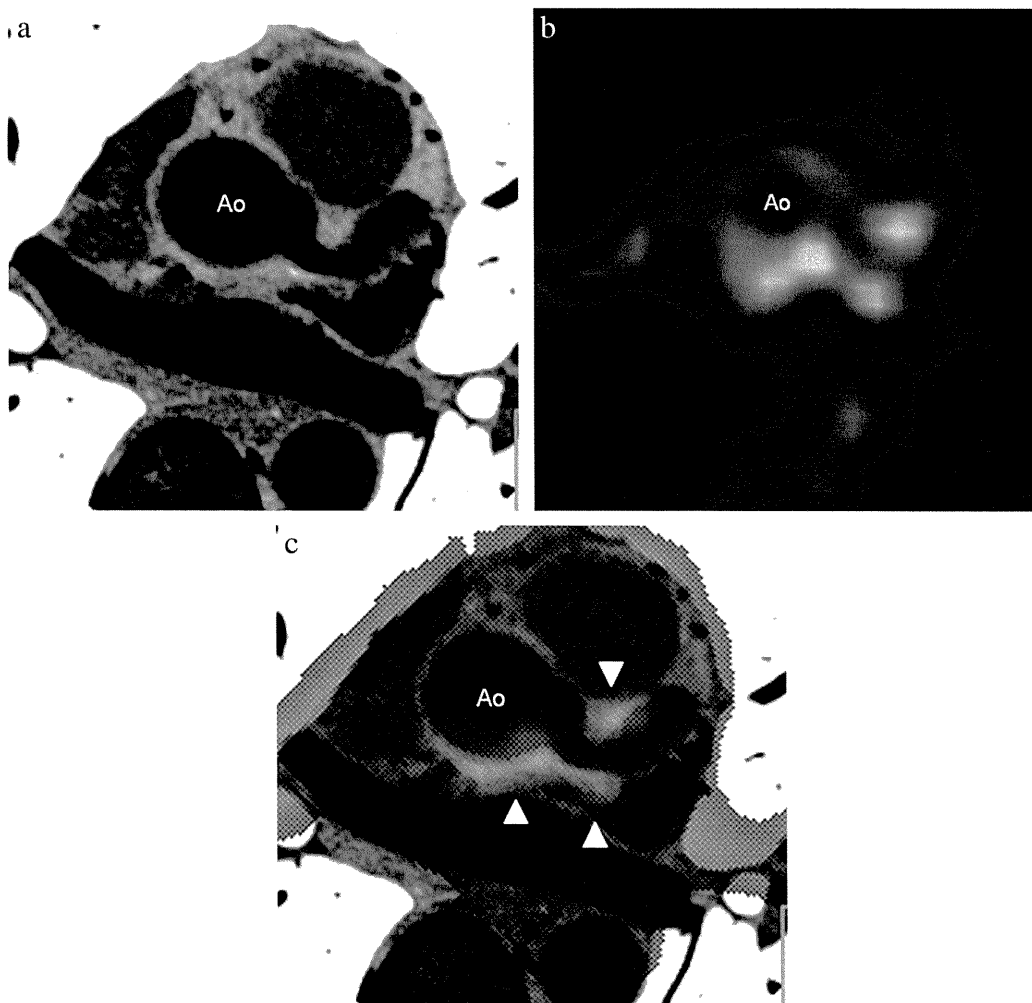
The co-registration of multi-detector x-ray computed tomography of the proximal left coronary artery with giant coronary artery aneurysm (Fig. 2a) and positron emission tomography using 18-deoxyfluoroglucose at the same plane (Fig. 2b) showed significant isotope accumulation starting from the left coronary orifice of the aortic wall and extending to the proximal left coronary artery aneurysm (Fig. 2c).
